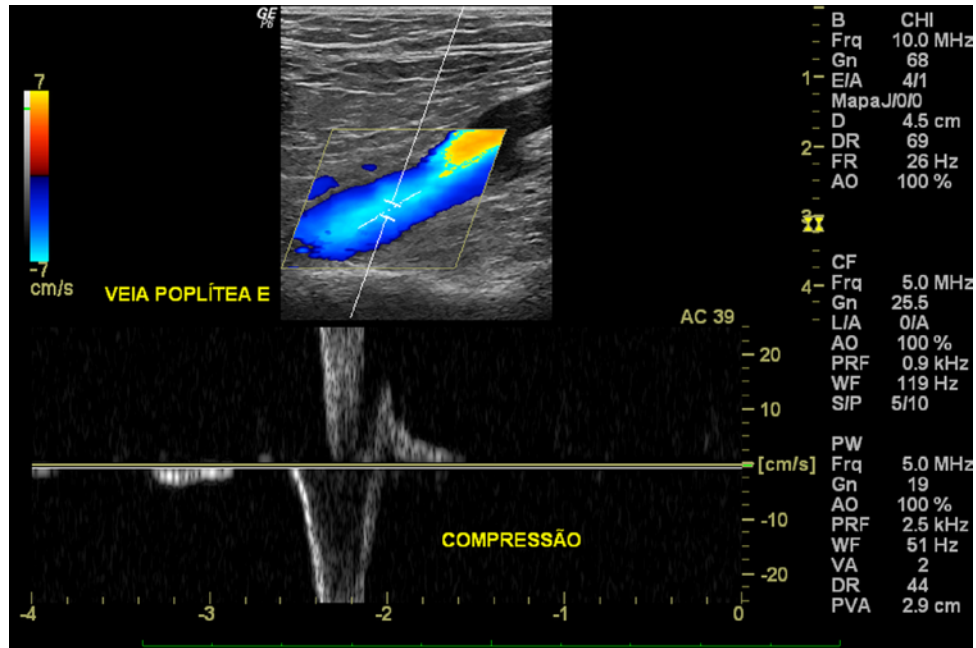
Modo Doppler colorido e pulsado da veia poplítea esquerda (corte longitudinal)
